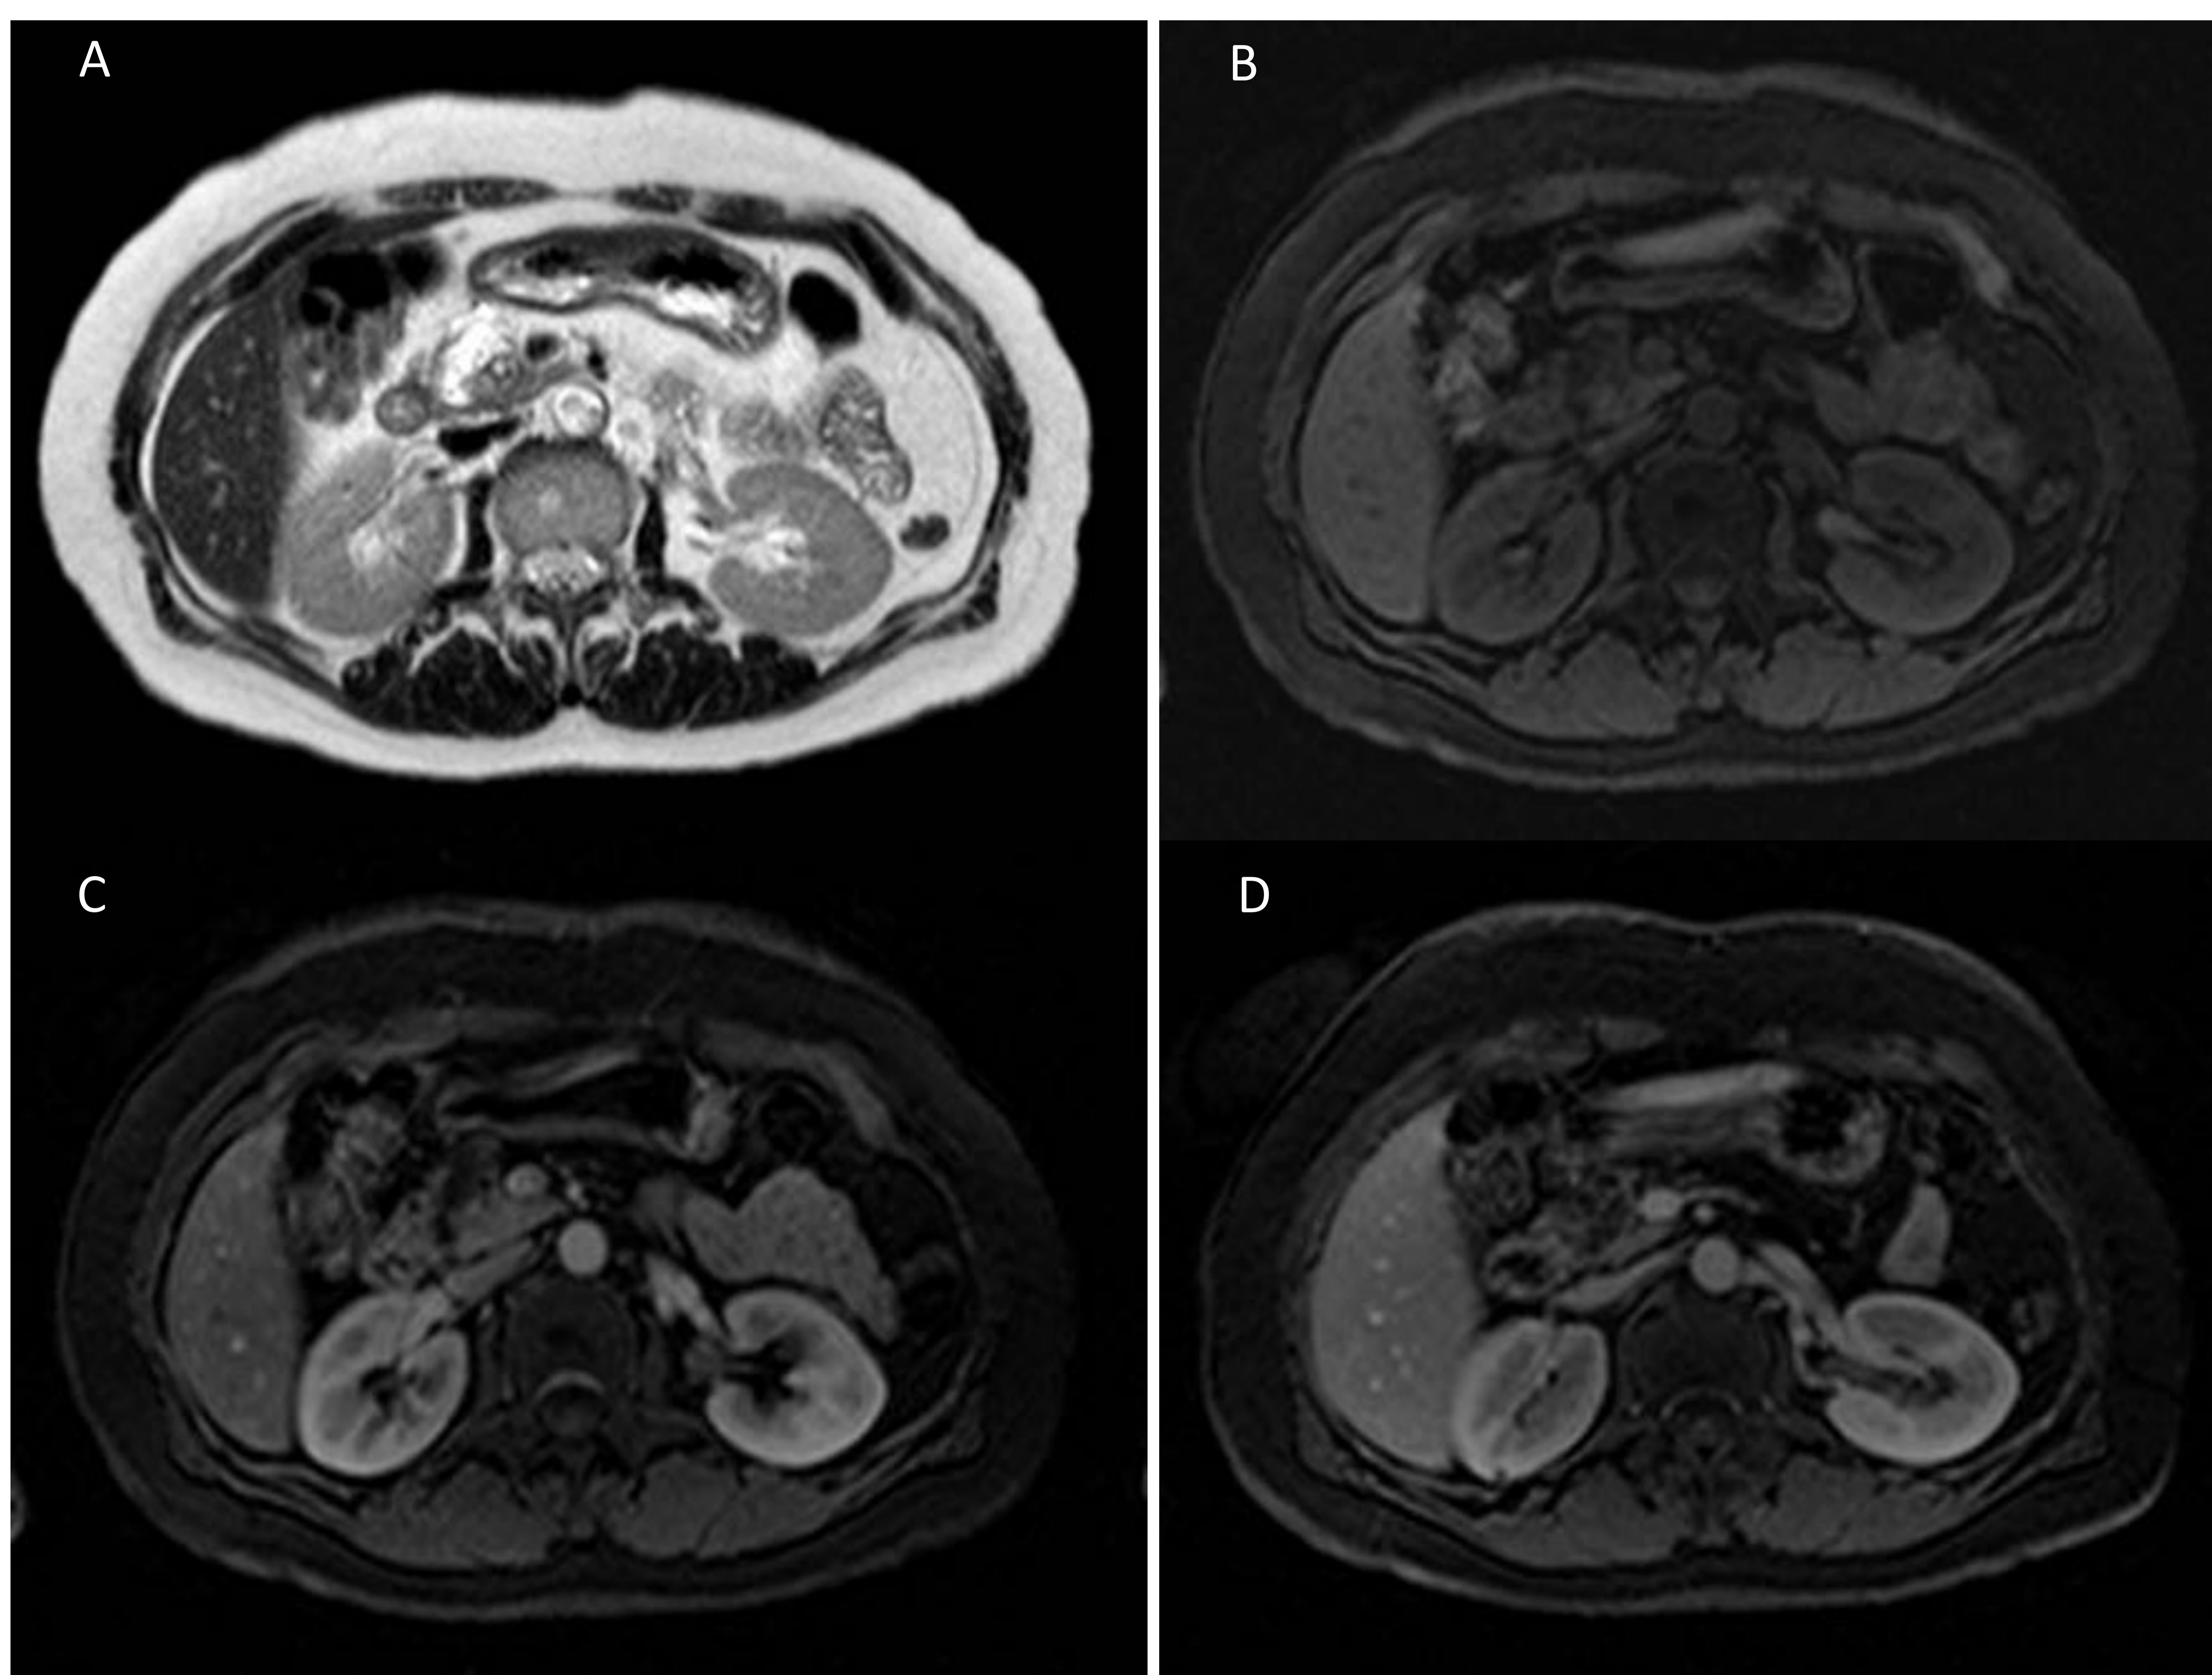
RM abdominal axial con CIV de la paciente anterior. A axial T2. B, C y D axial THRIVE en fase basal, arterial y venosa respectivamente. Lesión quística 3,9 cm en la cabeza pancreática de contorno lobulado, con septos son gruesos e irregulares que realzan tras la administración de CIV. Dilatación del conducto pancreático principal y conducto de Wirsung. No se observan nódulos murales.
